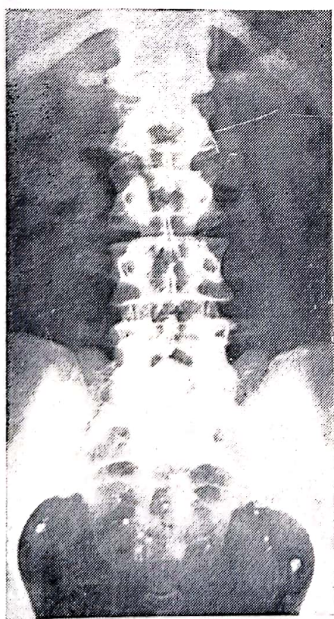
Radiografia reno-uretro-vezicală simplă, fără pregătire (normal).
